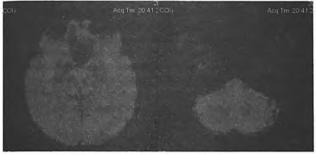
МРТ пациентки Ш., 41 год.
